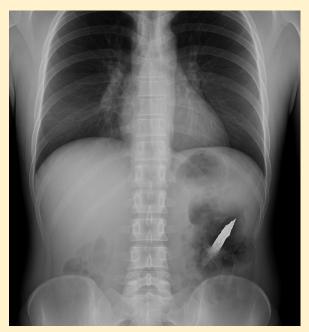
Radiografía anteroposterior de tórax y abdomen que muestra un trauma penetrante con cuerpo extraño
